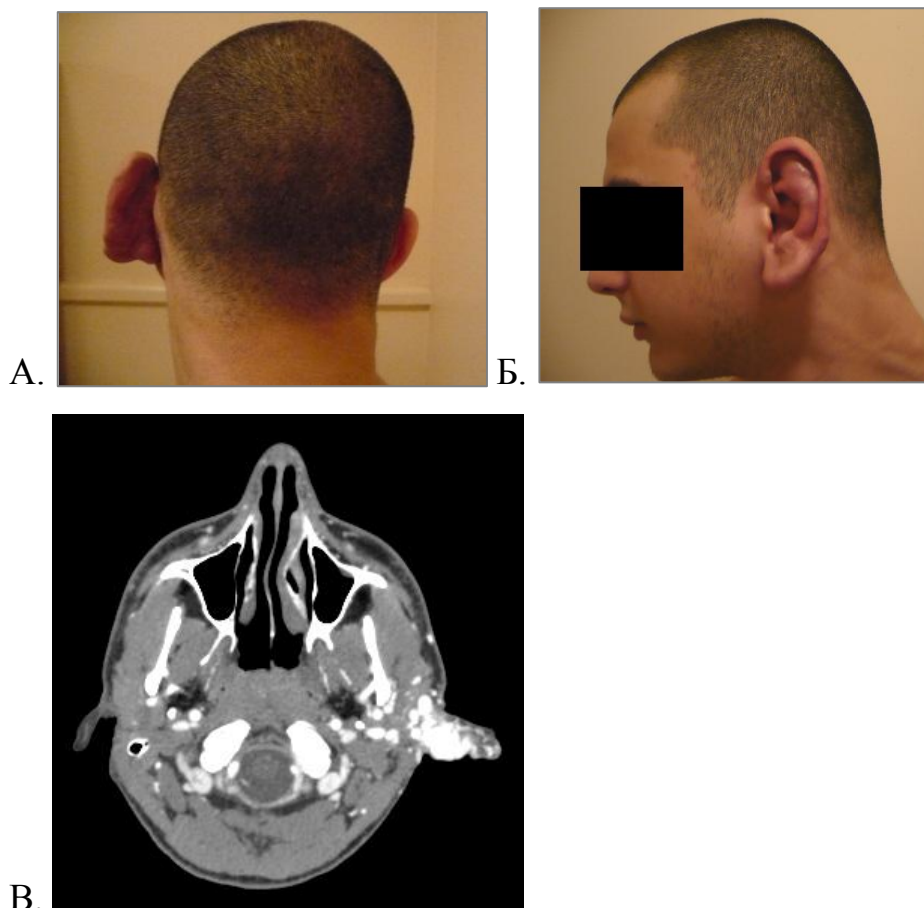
Пациент Д., 19 л. (и/б 2039-2010) с артериовенозной ангиодисплазией левого уха (А. и Б.). КТ-исследование с контрастным усилением (В.): ячеистые зоны ангиоматоза в левой половине головы с поражением ушной раковины, поражение крылонебной ямки, усиленное контрастирование в артериальную фазу.
